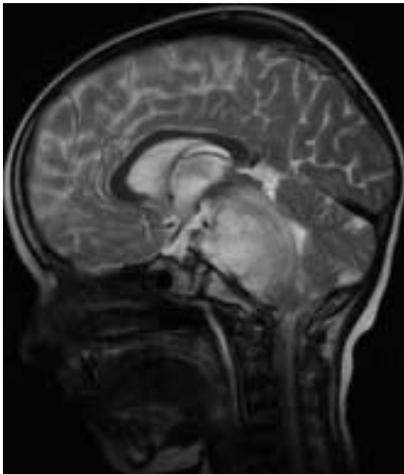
Diffus intrinsisches Ponsgliom (T2-gewichtet ohne Kontrastmittel). Diffus intrinsische Ponsgliome können allein aus der Kernspintomografie mit ausreichender Sicherheit diagnostiziert werden. Im Rahmen des Netzwerkes der Hirntumorstudien unterstützt das Referenzzentrum für Neuroradiologie (Würzburg, s. Tab. 1) die Beurteilung. Die Krankheit hat einen rasch progredienten Verlauf mit sehr schlechter Prognose. Rascher Therapiebeginn verlängert das Überleben und verbessert die Lebensqualität.
